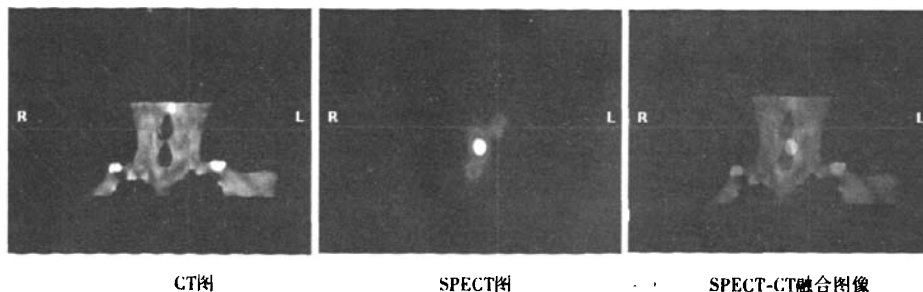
声门型喉癌患者 SPECT-CT SLN 显像, 左侧 II 区两个 SLN 可准确显示
